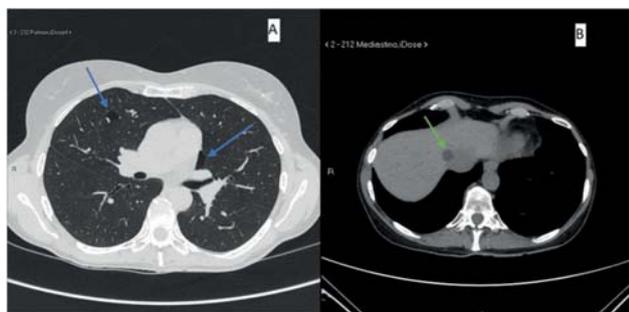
A: Imagen axial de TC torácico en el que se observan quistes pulmonares (flechas azules). B: Imagen axial de cortes superiores de TC torácico con imagen de quiste simple hepático (flecha verde).
